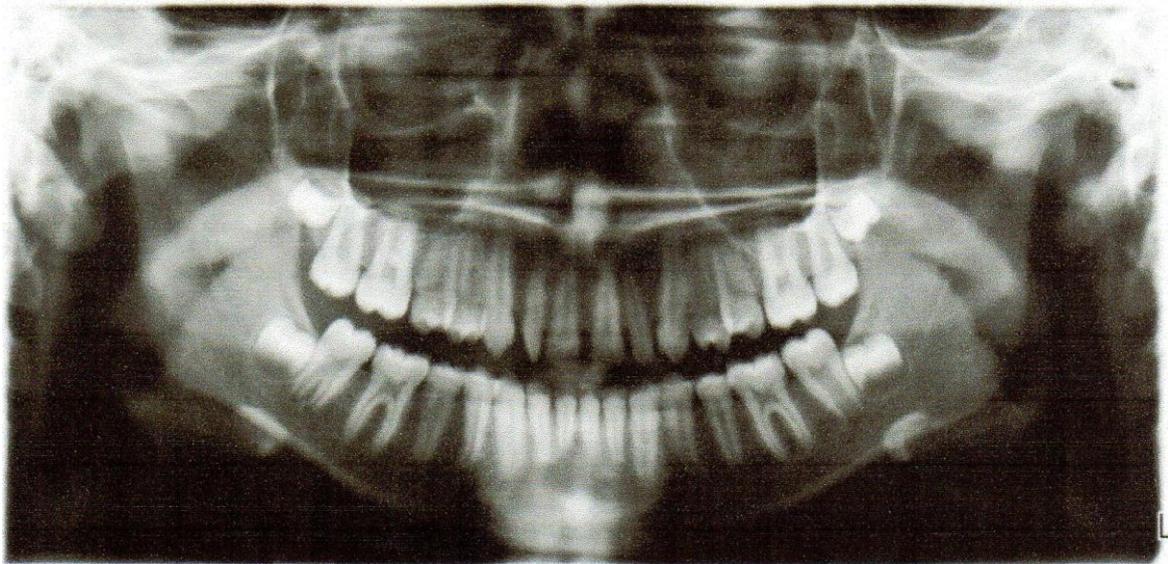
j) Radiografia Panorâmica inicial.
